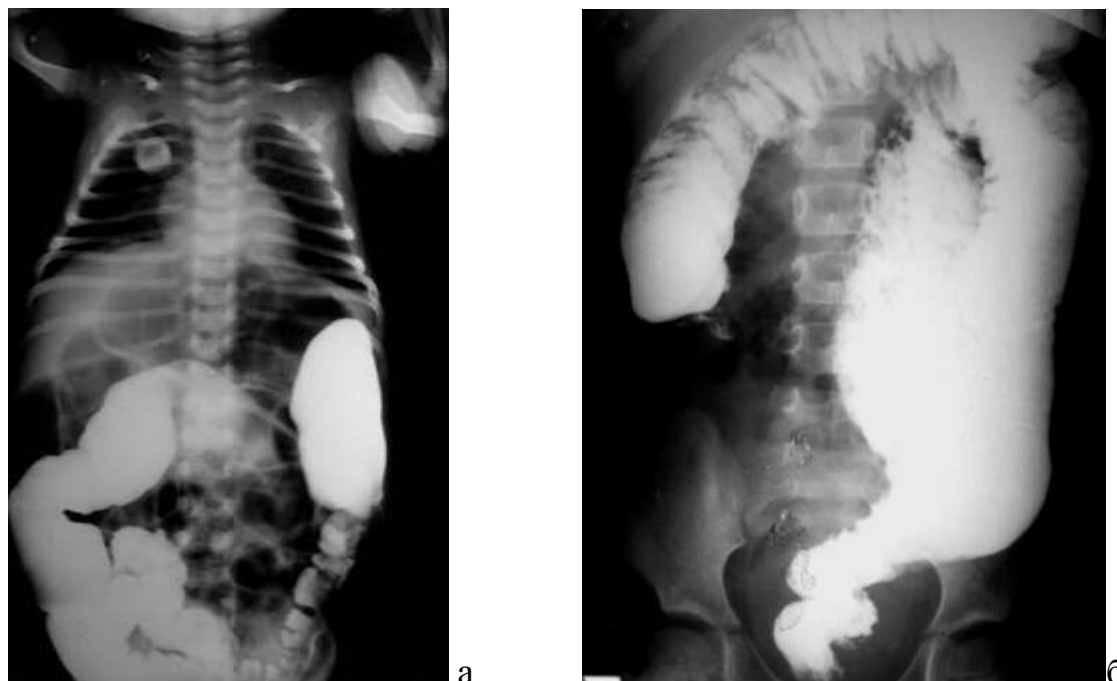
Рентгенологическая картина болезни Гиршспрунга при ирригографии. А) передний проекций; Б) боковой проекций отмечается суженная аганглионарная зона, супрастенотическое расширение с грубыми продольными складками по типу желудочных.
